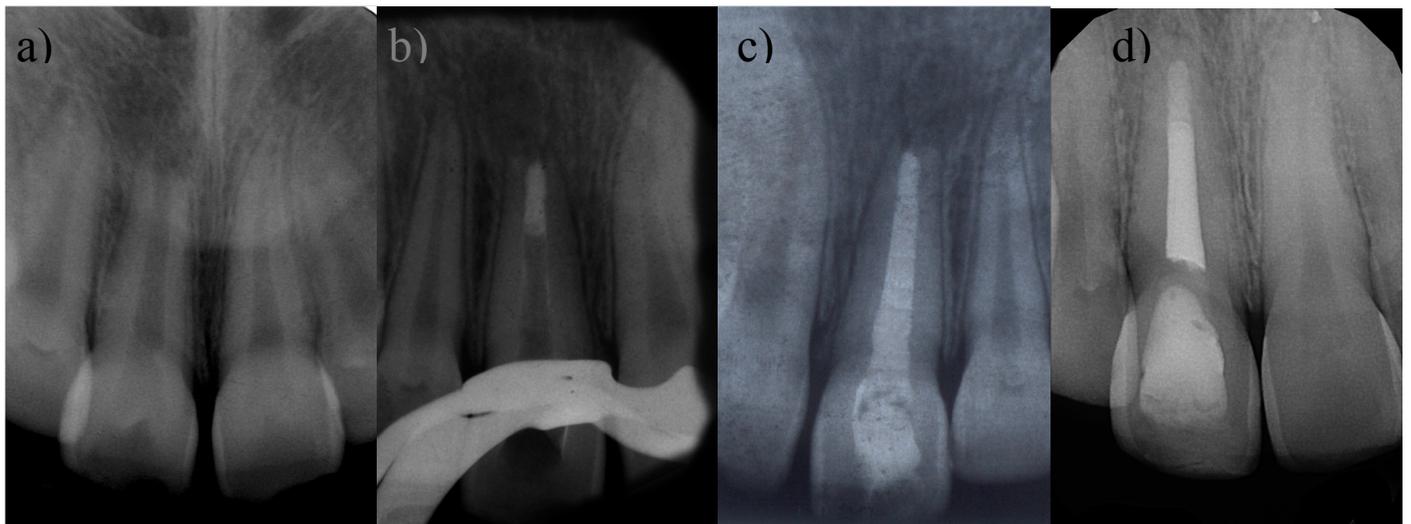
a) Radiografia periapical pré-operatória do dente 11, em 2002. b) Radiografia periapical de confirmação da colocação do plug de MTA do dente 11, em 2002. c) Radiografia periapical do pós-operatório imediato do dente 11, em 2002. d) Radiografia periapical aos 16 anos de controle do dente 11, em 2018 – Caso Clínico 4
